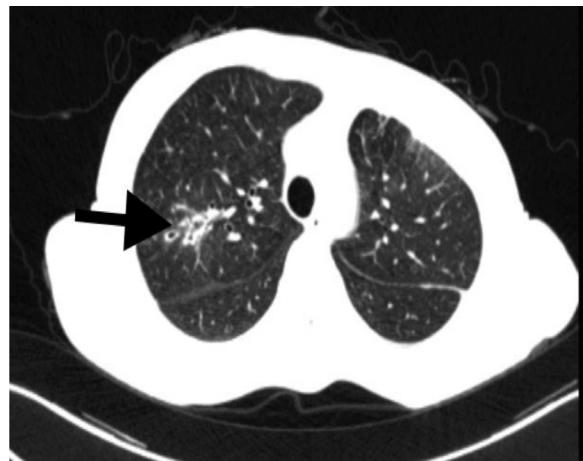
The follow-up CT scan prior to the second surgery showed regression in the pre-existing cavitary lesions in the right lung.
